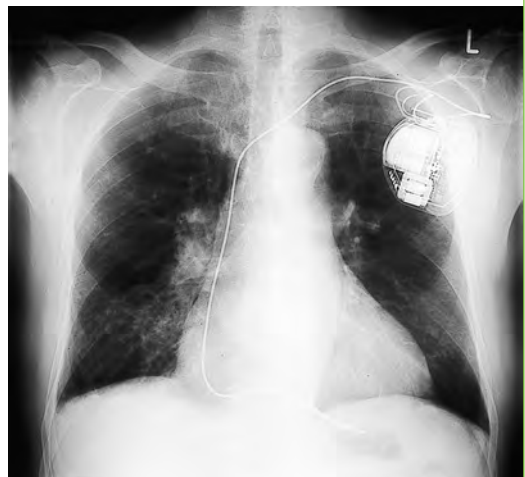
Röntgenbild eines implantierten Kardioverter-Defibrillators (ICD) [R236]
